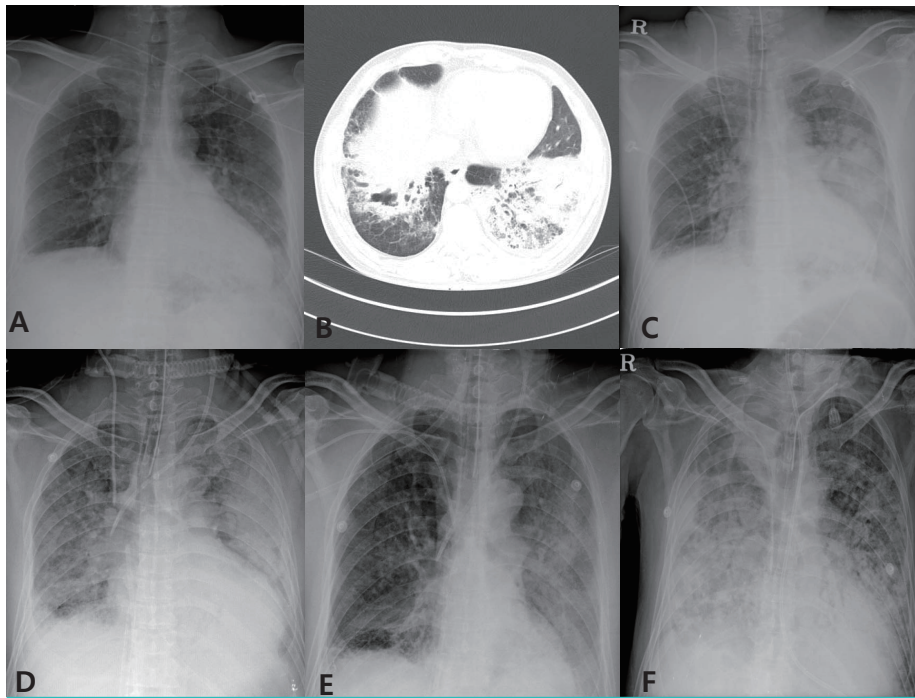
(A) Chest X-ray shows consolidation on the left lower lung field. (B) Chest CT shows consolidation and ground glass opacity on both lower lung fields. (C) Chest X-ray shows that consolidation on left lung field was aggravated three hours after admission. (D) Chest X-ray shows that bilateral diffuse infiltration was aggravated on the 2nd hospital day. (E) Chest X-ray shows that bilateral diffuse infiltration was improved on the 7th hospital day. (F) Chest X-ray shows that diffuse infiltration on the right lung field was aggravated on the 10th hospital day.
